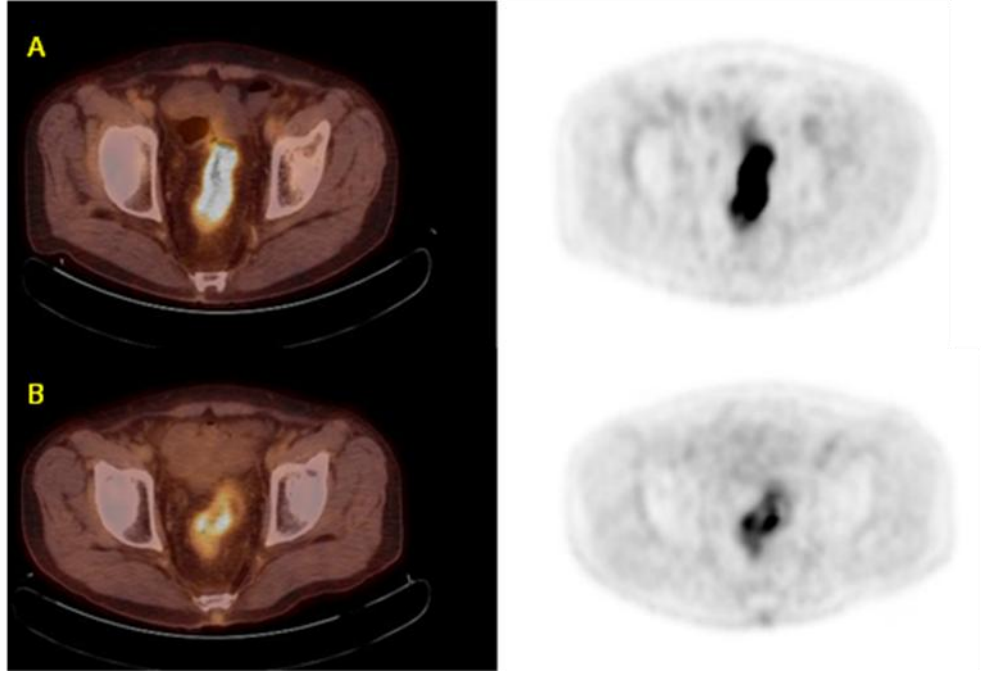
Neoadjuvan KRT sonrası patolojik tam cevap oluşmuş hastanın F-18 FDG PET görüntüleri. Neoadjuvan KRT sonrası patolojik parsiyel yanıt oluşmuş hastanın F-18 FDG PET görüntüleri. TÖ görüntüde (A) tümörde yoğun F-18 FDG tutulumu izleniyor (SUVmaks:19.5) TS görüntüde (B) tümörde F-18 FDG tutulumu tama yakın azalıyor (SUVmaks:3.3).
